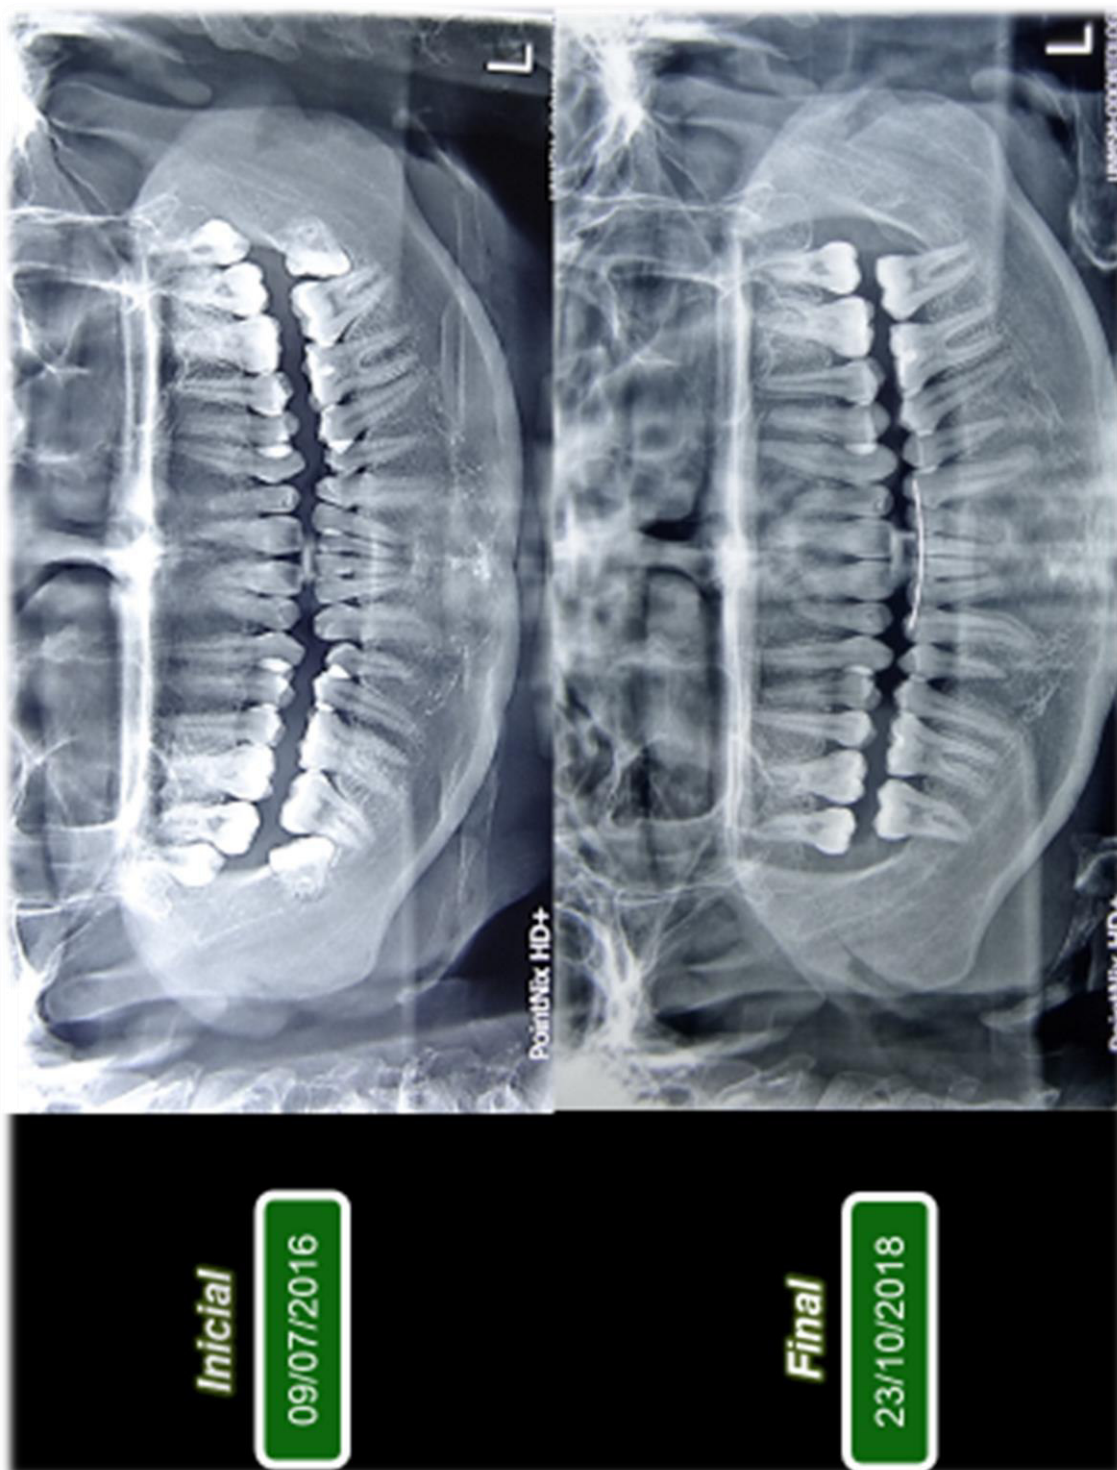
Radiografías panorámicas inicial y final, se observa paralelismo de las raíces
